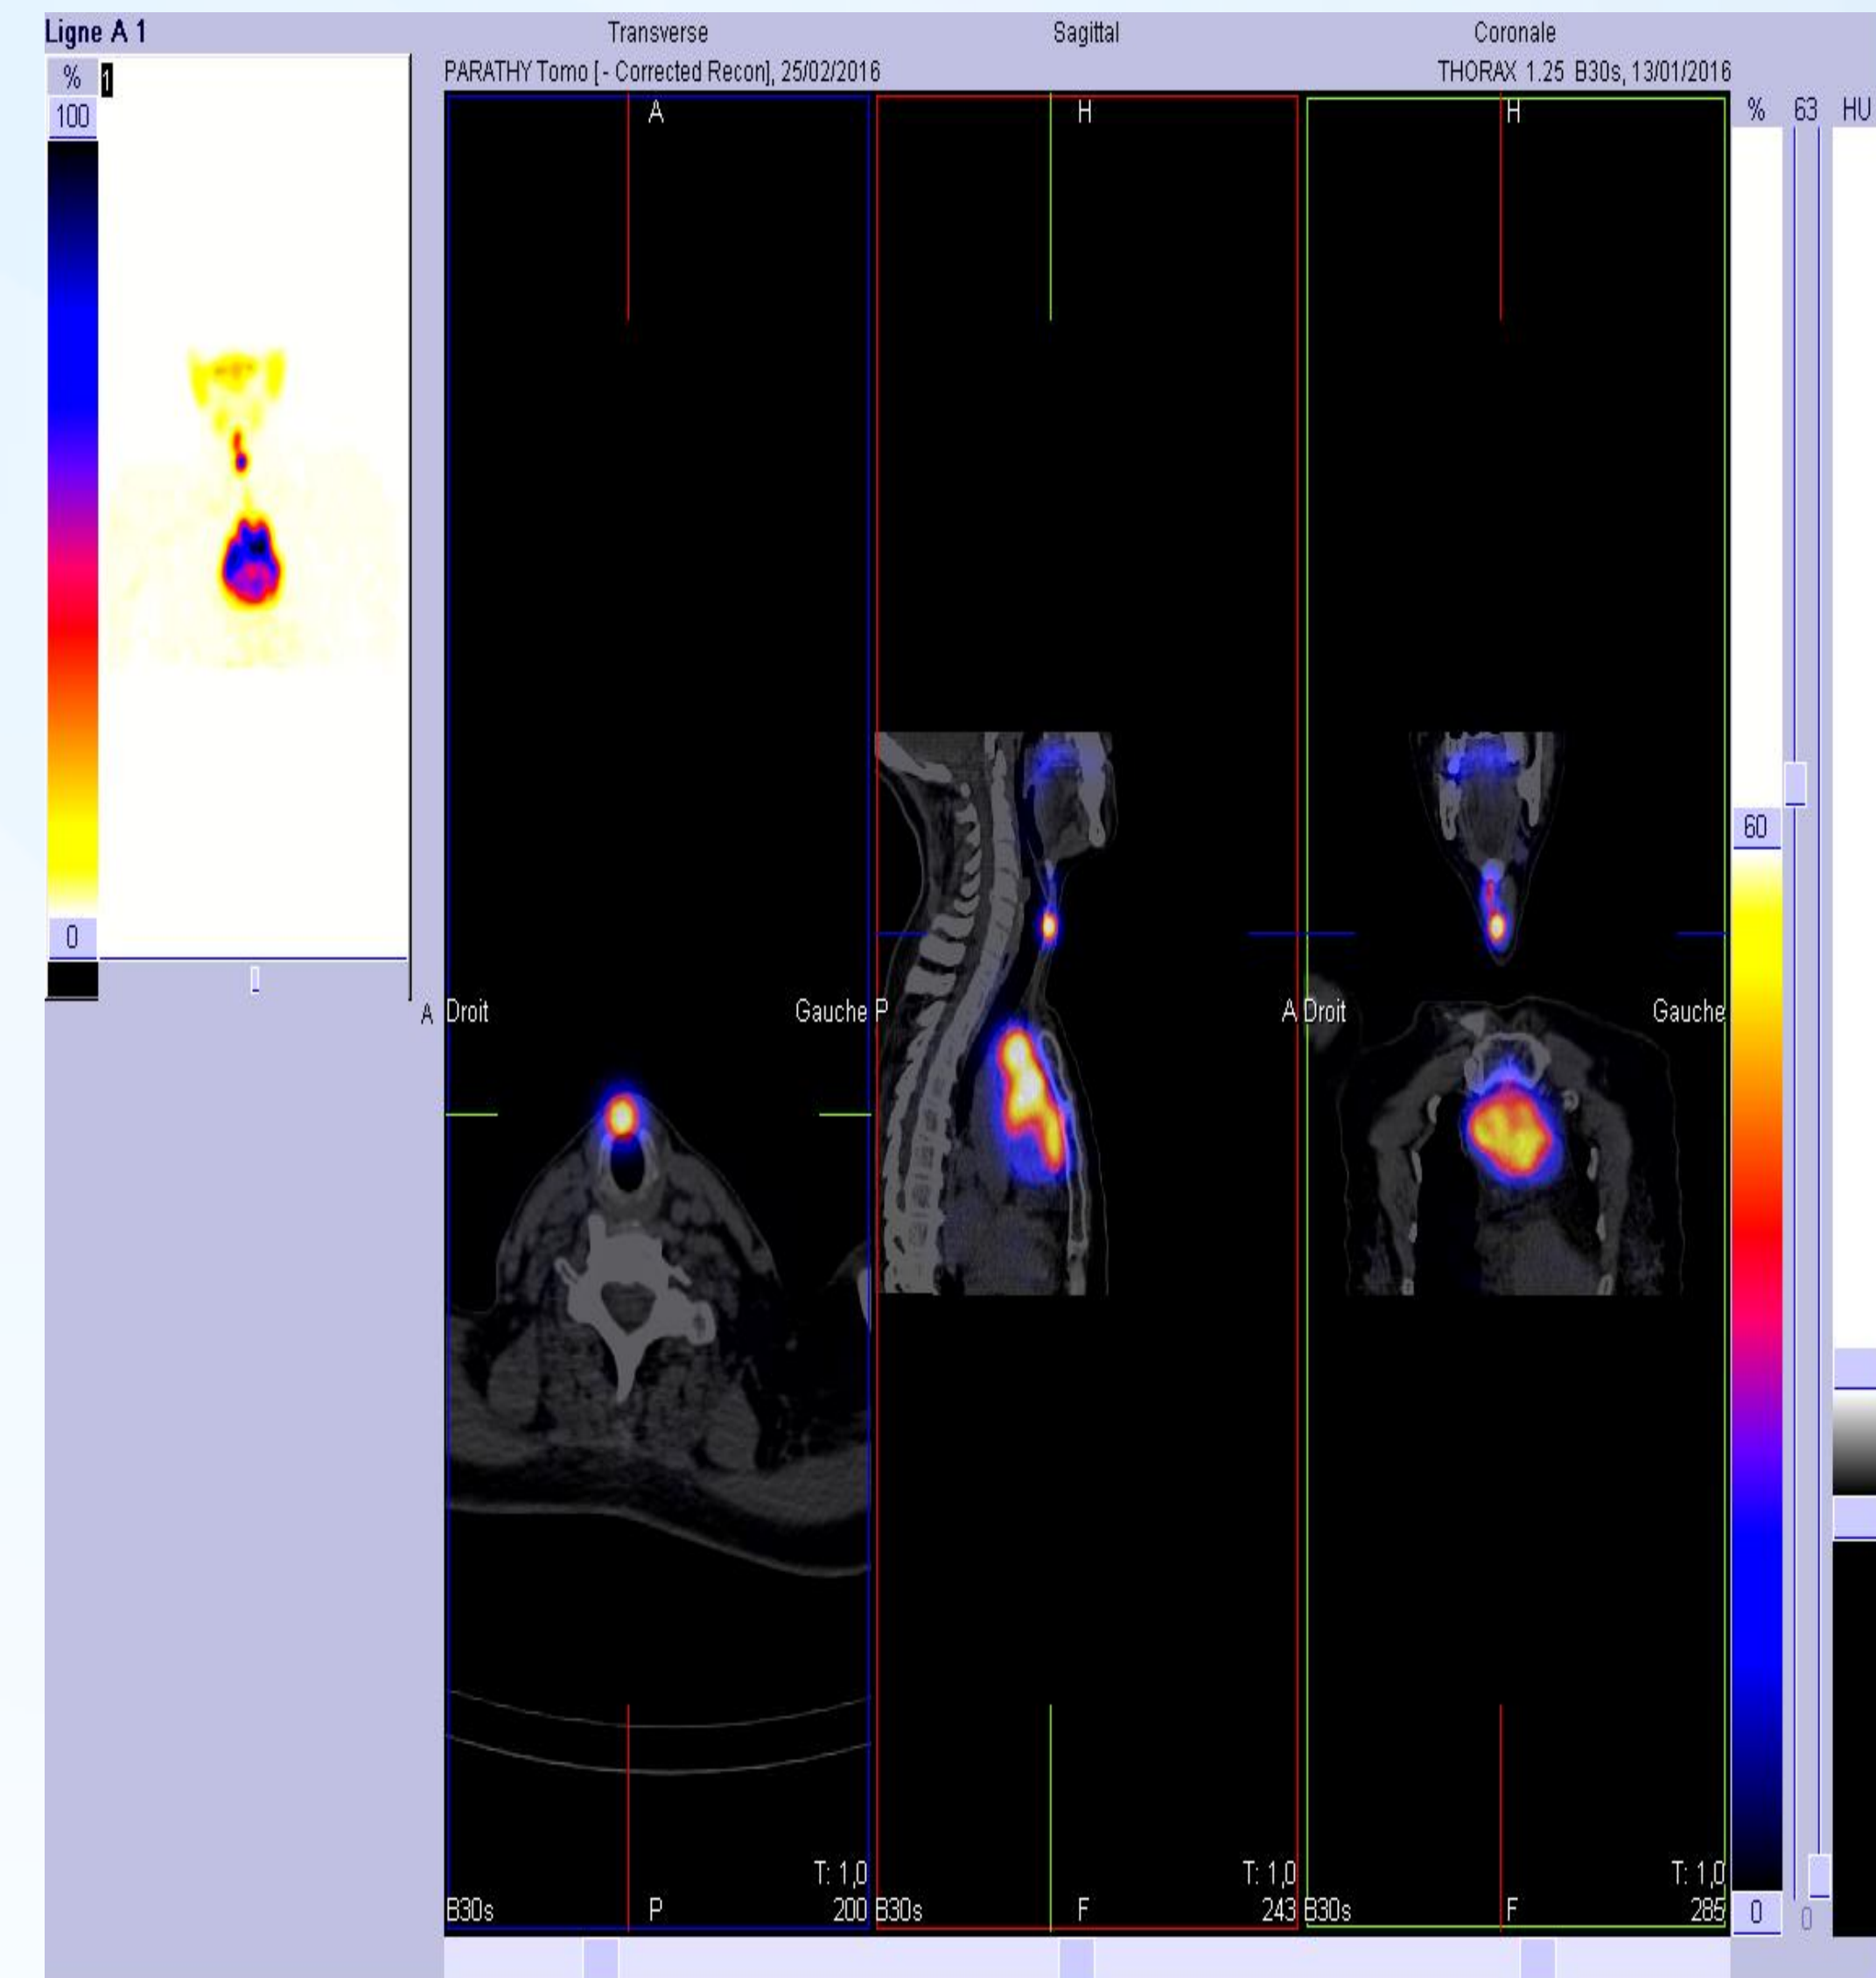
Aspect scintigraphique d'une hétérotopie thyroïdienne (cervicale et médiastinale) chez une patiente âgée de 52 ans.
